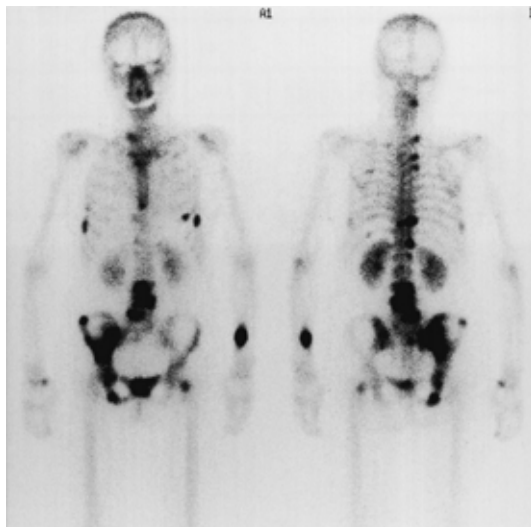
Bone scintigram showing multiple metastases.
